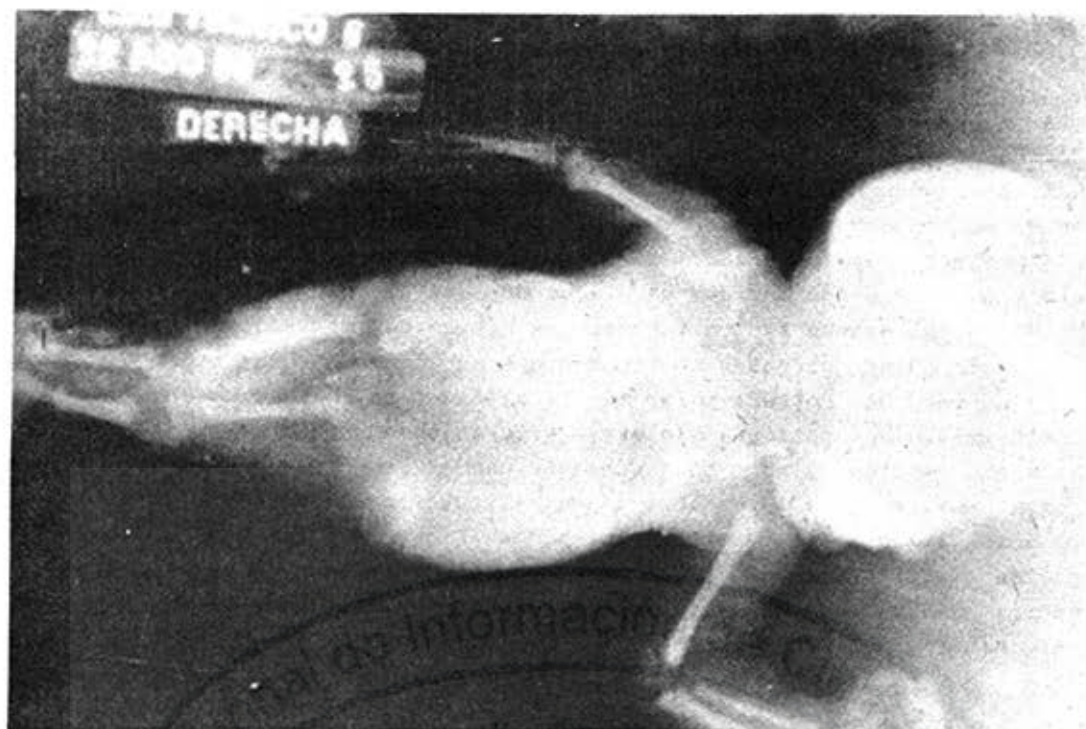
Se observa radiografía del niño, donde se visualiza la ausencia de huesos de la pelvis y los huesos de la extremidad inferior..
